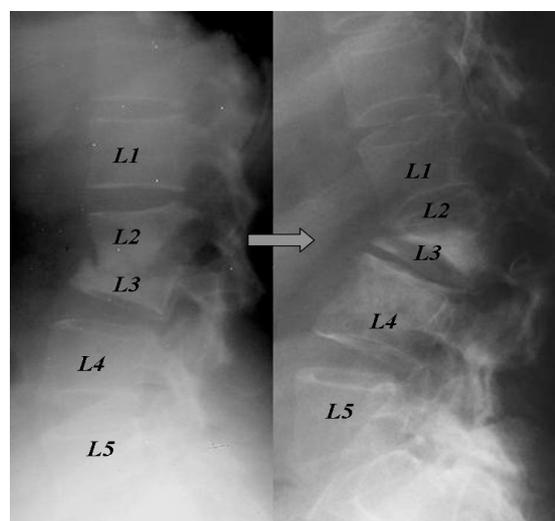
radiographie initiale et au dernier recul d'une spondylodiscite tuberculeuse L2-L3.
